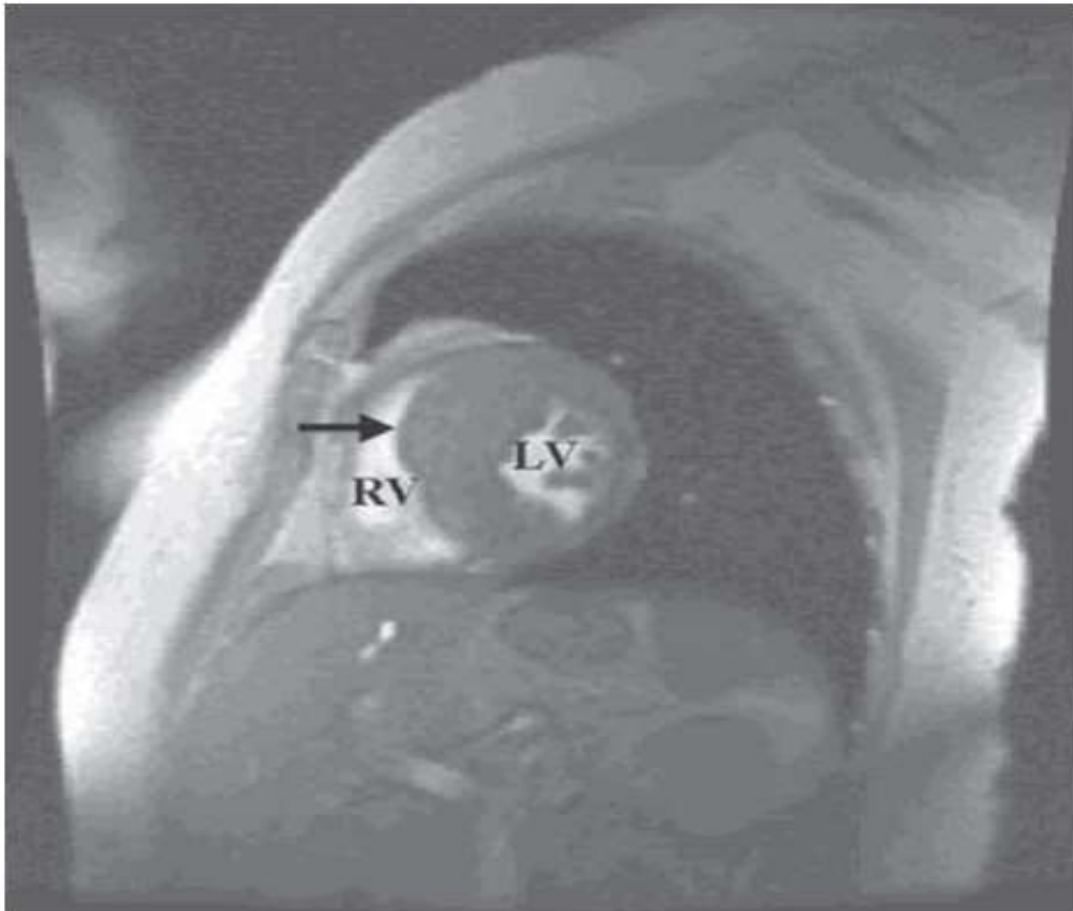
Resonancia magnética del corazón en el eje corto, que muestra hipertrofia asimétrica del tabique interventricular en MCH (indicada con flecha). Notas: LV, cavidad ventricular izquierda (en inglés); RV: cavidad ventricular derecha (en inglés).
